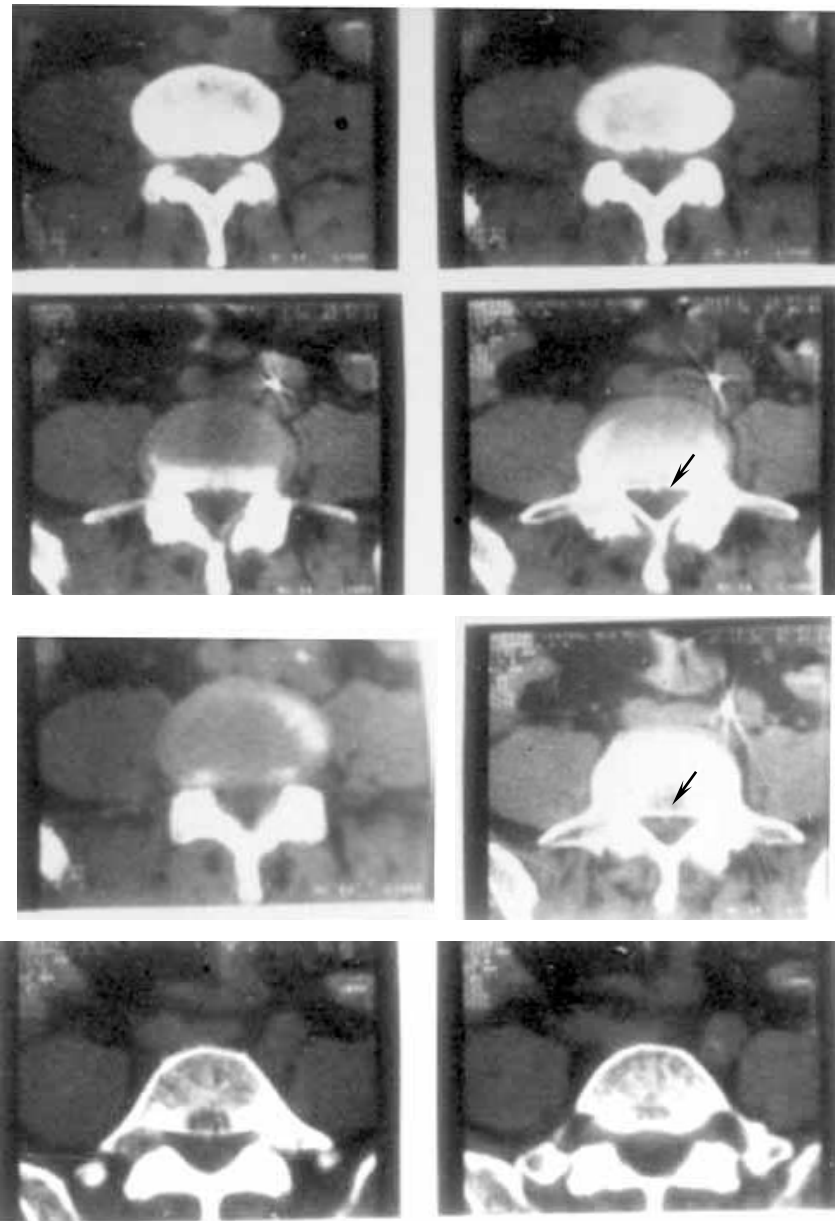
Фотовідбитки комп'ютерної томограми х-рої К., 65 р., іст. хвороби №66975: спондилоартроз, моносегментарний концентричний стеноз хребтового каналу на рівні L<sub>4</sub>-L<sub>5</sub> сегмента.
